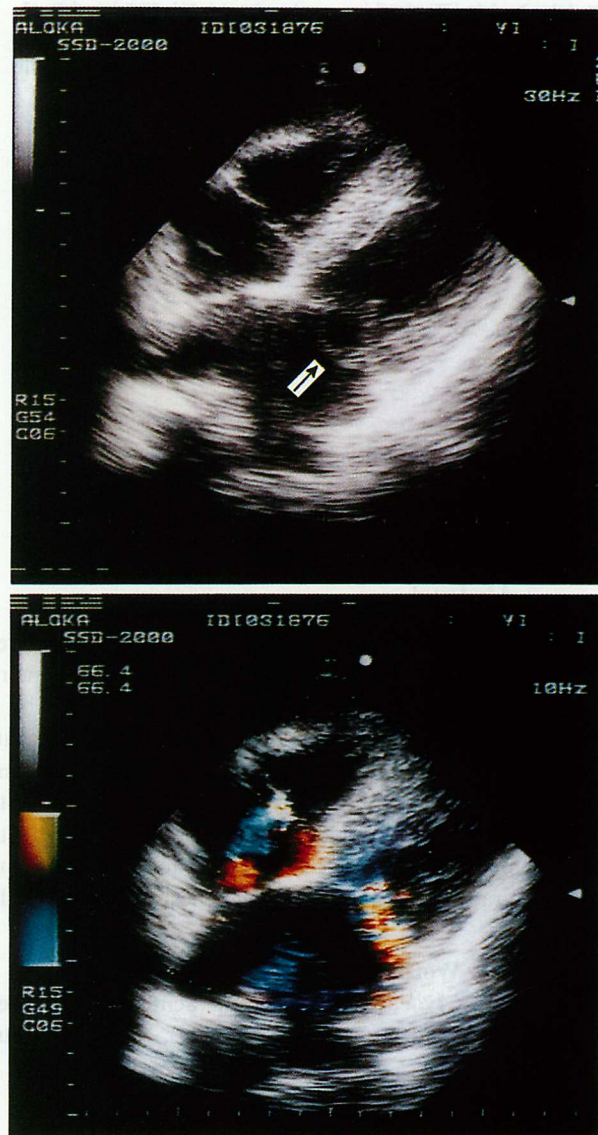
Transthoracic echocardiograms. Subcostal four-chamber view
